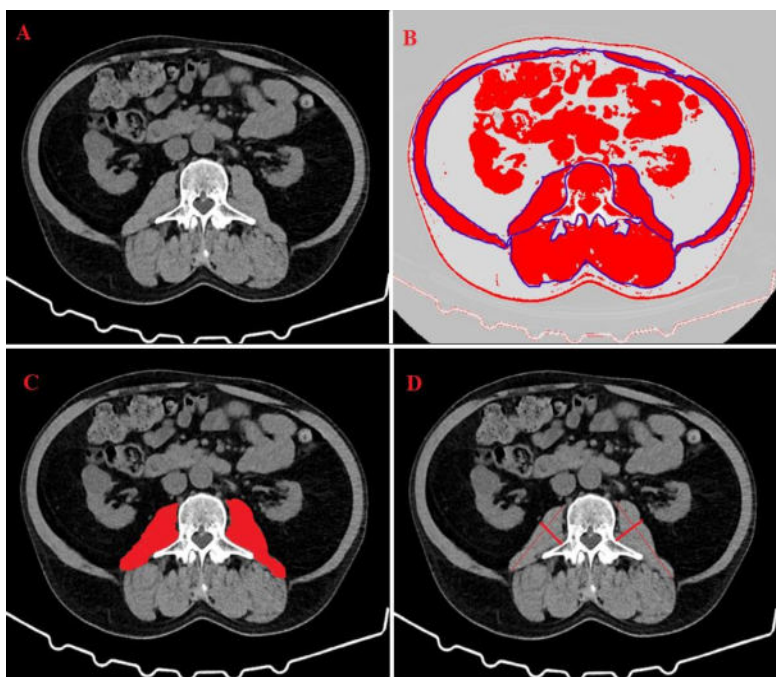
КТ-зображення поперечного зрізу на рівні L3 пацієнта Б., 60 р.
